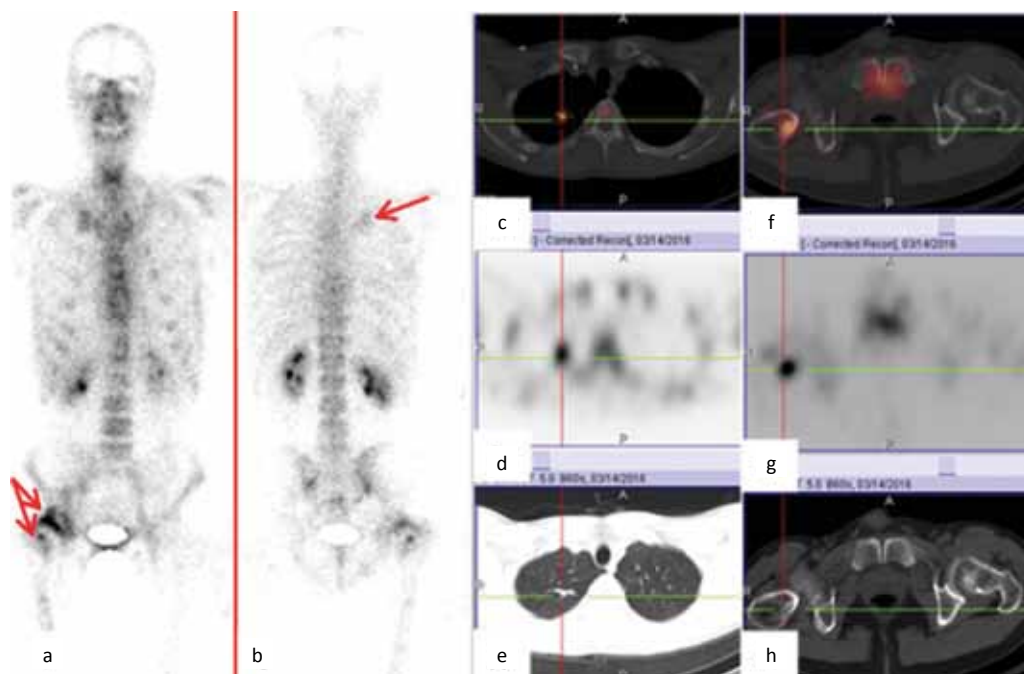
Control check-up on 14.03.2016. On bone scan (a, b) focus of hyperaccumulation of the radiopharmaceutical in the upper sections of the right hemithorax is determined 300 % (arrow). Unevenly increased accumulation of radiopharmaceutical is noted in the area of the right hip joint (1034 %), with an additional focus in the proximal zone (arrows). The accumulation of radiopharmaceutical in the area of the 7th right rib and the left iliac bone is unchanged. On SPECT/CT of the chest (c, d, e) and pelvis (f, g, h) a tight focus of dense tissue with hyperaccumulation of radiopharmaceutical in the anatomical projection of the apex of the right lung. Previously it is not determined. Focus of hyperaccumulation of the radiopharmaceutical in the proximal zone of the right femur. According to CT, areas of “gentle” compaction of the bone structure. The focus was not previously determined
